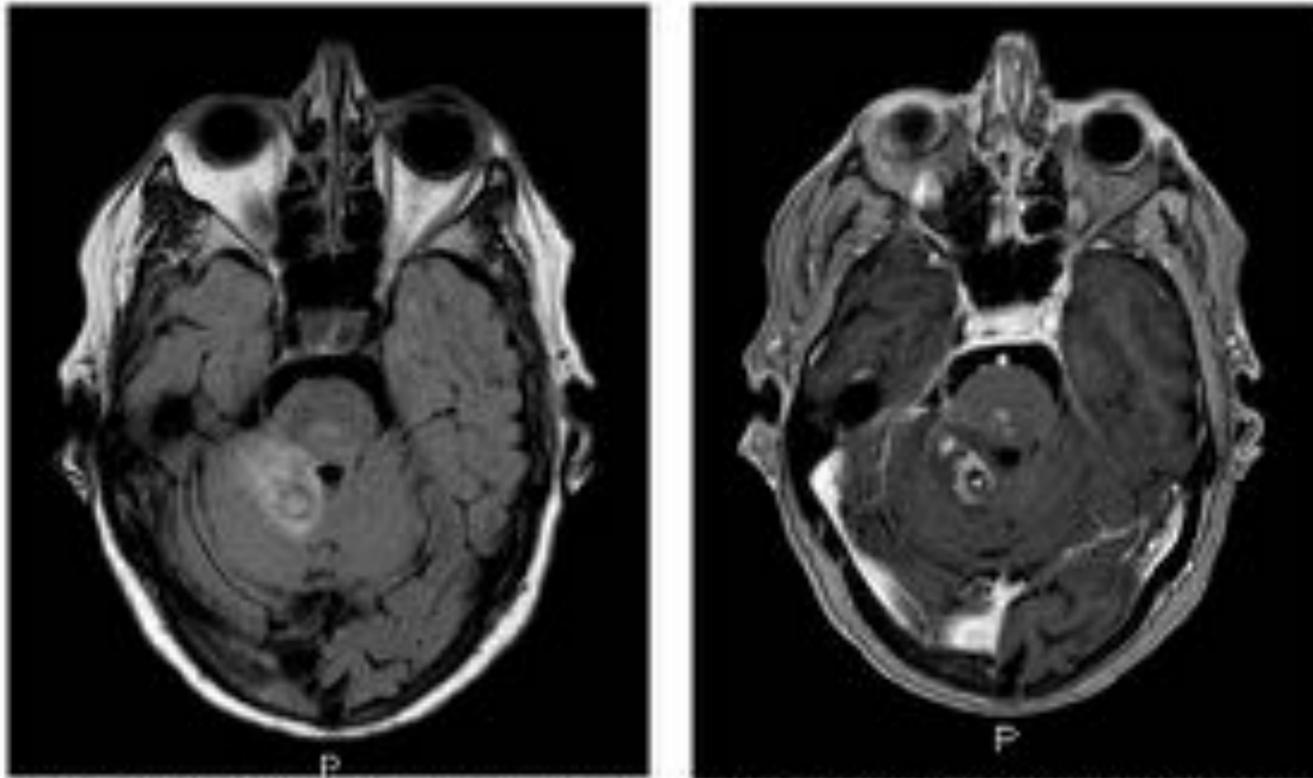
RM de cráneo, secuencia FLAIR (A) y T1 con contraste (B). Lesión en hemiprobuberancia y bulbo derechos con extensión a pedúnculo cerebeloso medio y región anterosuperior de hemisferio cerebeloso superior, con moderado efecto de masa y presencia de abscesos intralesionales, que en el contexto clínico del paciente fueron sugestivas de romboencefalitis de naturaleza infecciosa (probable listeria).
